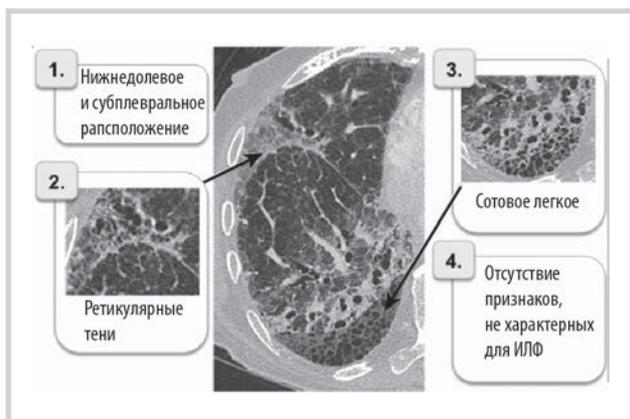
Главные компьютерно-томографические признаки ИФЛ.
